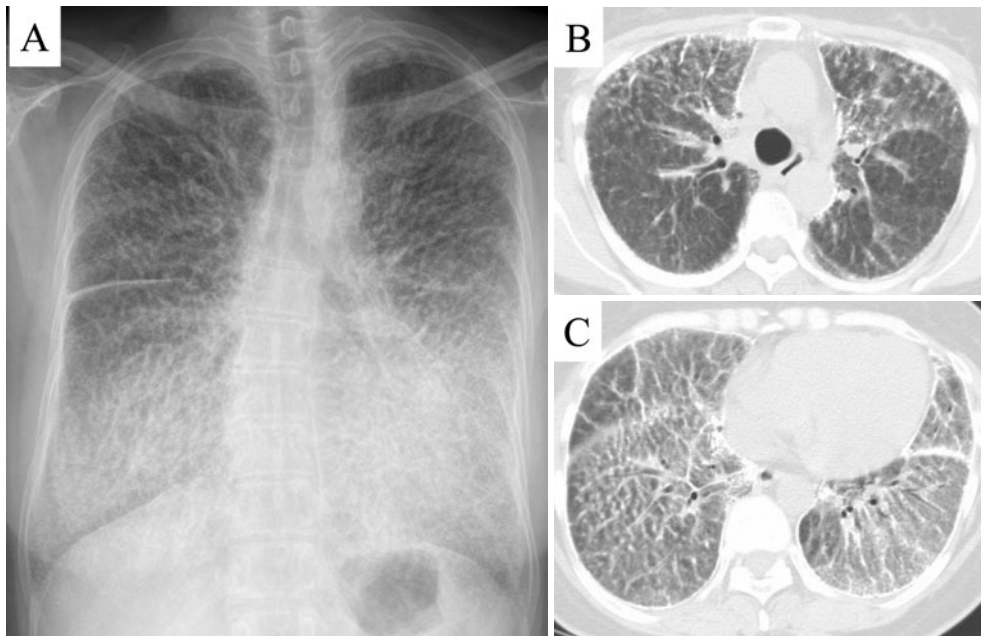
(A) Chest X-ray and (B, C) chest CT of patient's younger sister. She had no symptoms. Chest X-ray and CT were showing typical findings of pulmonary alveolar microlithiasis (PAM).
